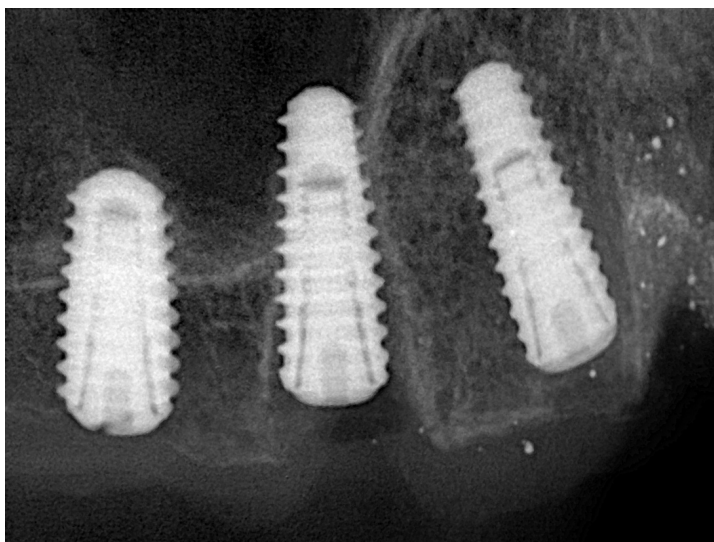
Рентгенологическое изображение верхней челюсти с тремя имплантатами. Имплантаты расположены параллельно, костная структура плотная, воспалительные изменения отсутствуют. Плотное прилегание имплантатов к костной ткани свидетельствует о завершённой остеоинтеграции.
